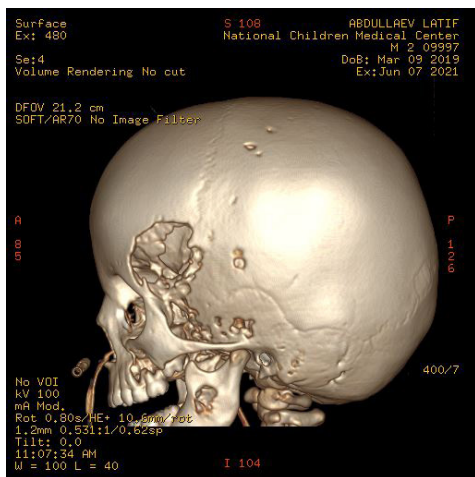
КТ костей черепа пациента А.
